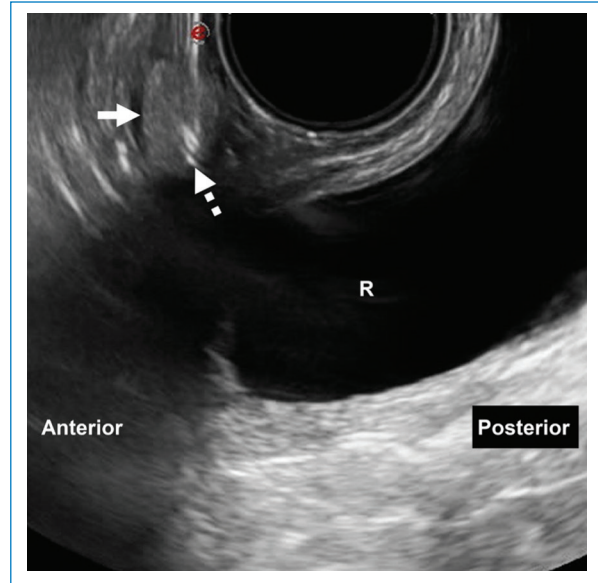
Mujer de 40 años con antecedentes de cáncer de recto y nódulo rectal-vaginal en control oncológico. Biopsia transvaginal directa (flecha discontinua) bajo ecografía: nódulo (flecha). R: recto. Aguja utilizada: Franseen 18 G. Diagnóstico final: carcinoma seroso de bajo grado.
